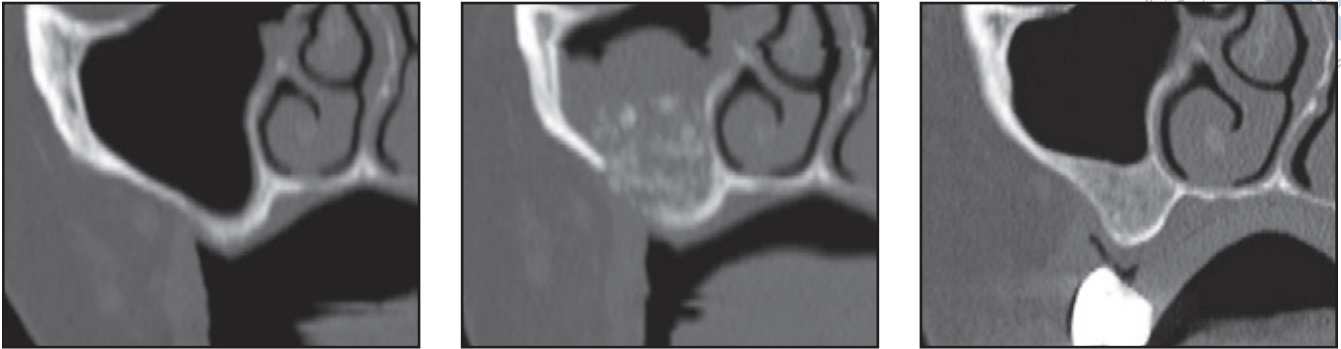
bis 2c Patient 2: Paraxiale CT-Scans der rechten Kieferhöhle (4 Schwämme), die (links) sofort nach dem Eingriff, (Mitte) 3 Monate nach dem Eingriff und (rechts) 6 Monate danach angefertigt wurden.
